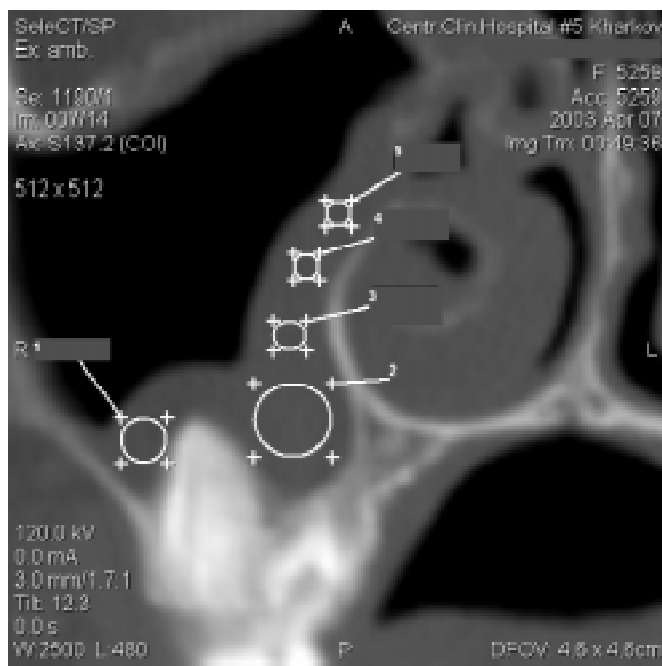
Фрагмент комп'ютерної томограми порожнини носа і параназальних синусів у коронарній проекції пацієнта Т., 11 років. Цифрами 1–5 позначено ділянки стовщеної слизової оболонки правої верхньощелепної пазухи, в яких вимірювали середню рентгенівську густину
